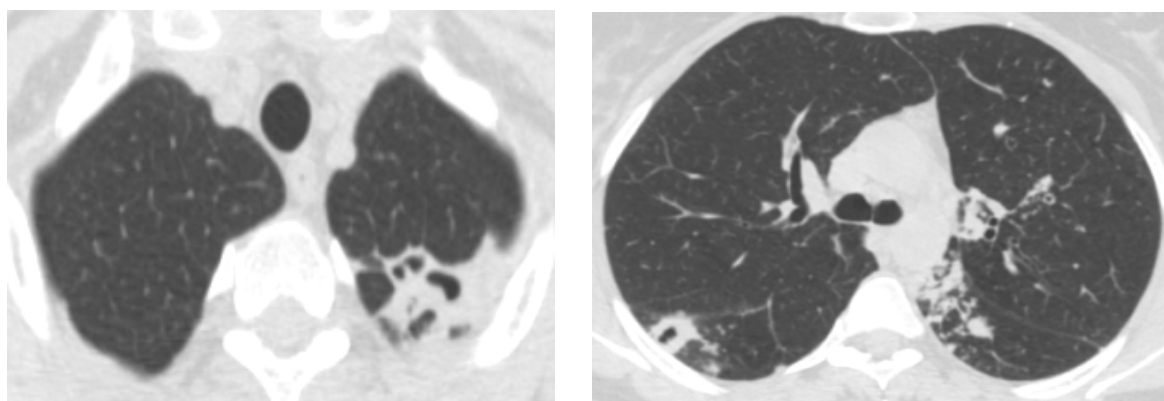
Компьютерная томография ОГК пациентки К. (26.06.2018 г.)
